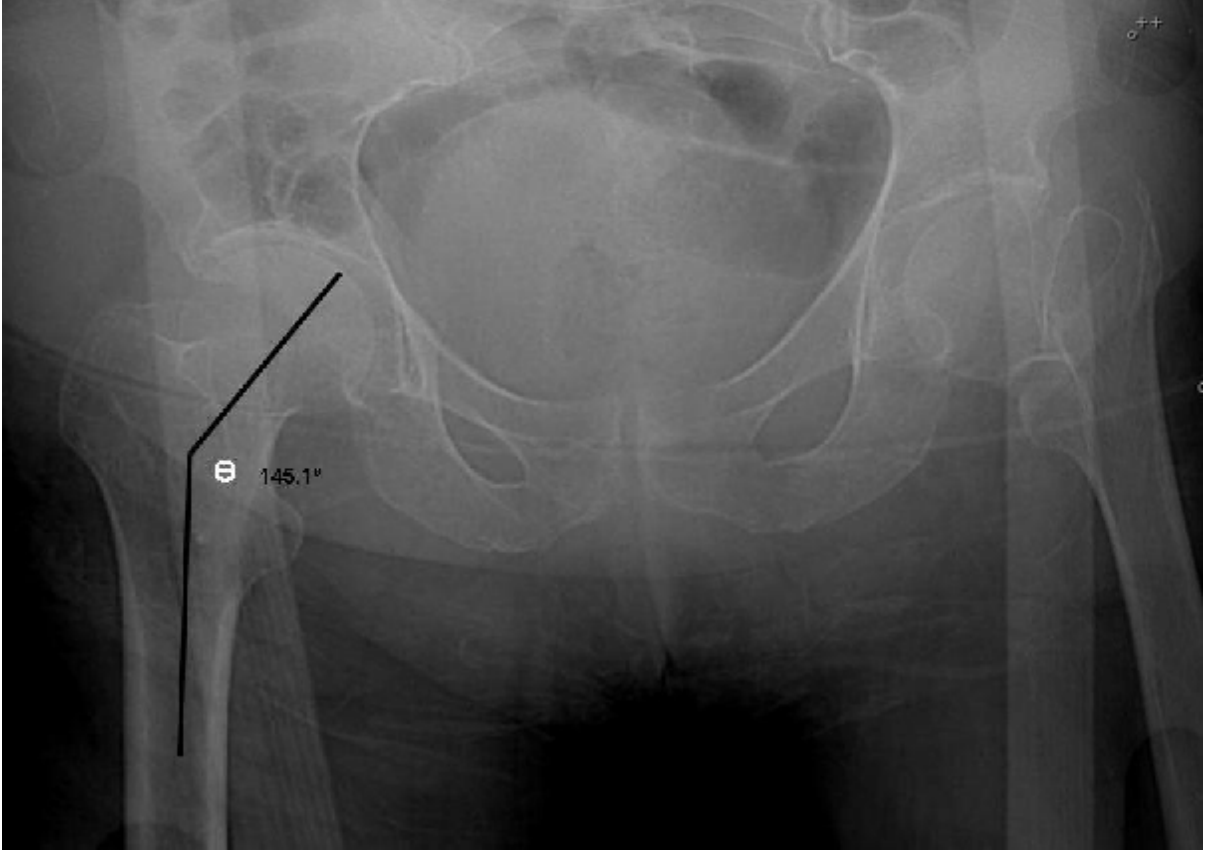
Collum femoris uzunluğu minimum değere sahip kadın olgu pelvis grafisi (AB)
